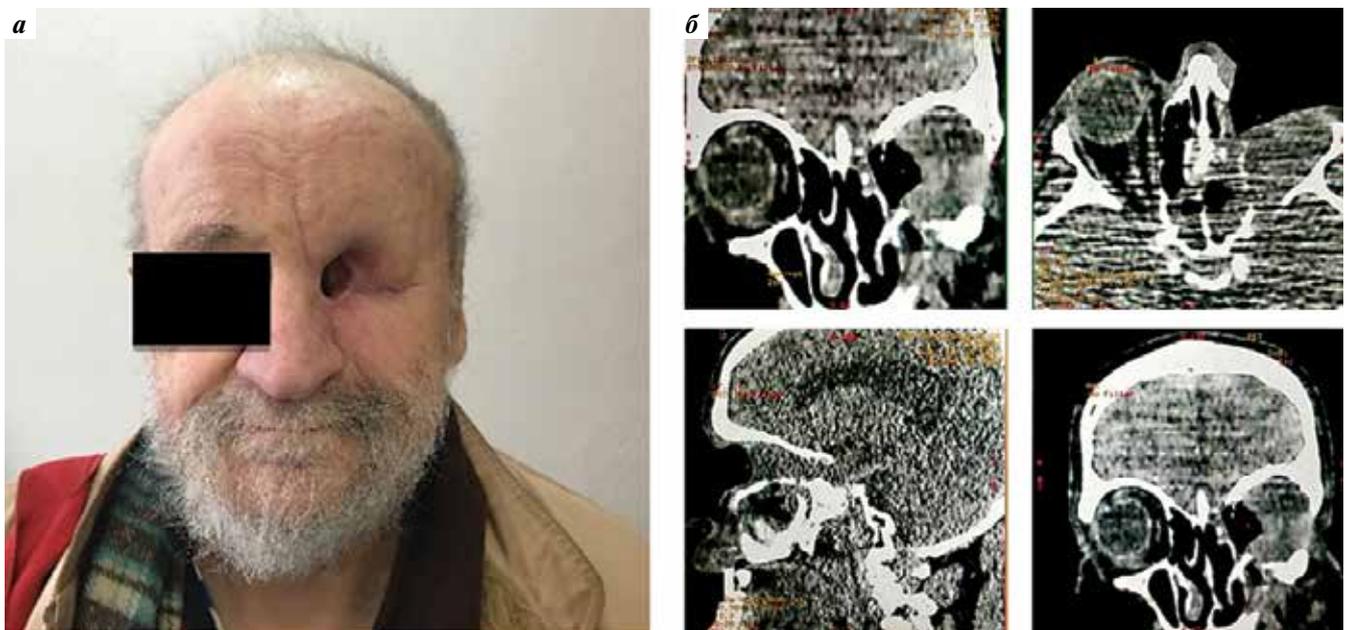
Фотография пациента (а) и компьютерная томография (б) в марте 2020 г. (через 8 мес терапии висмодегибом)
